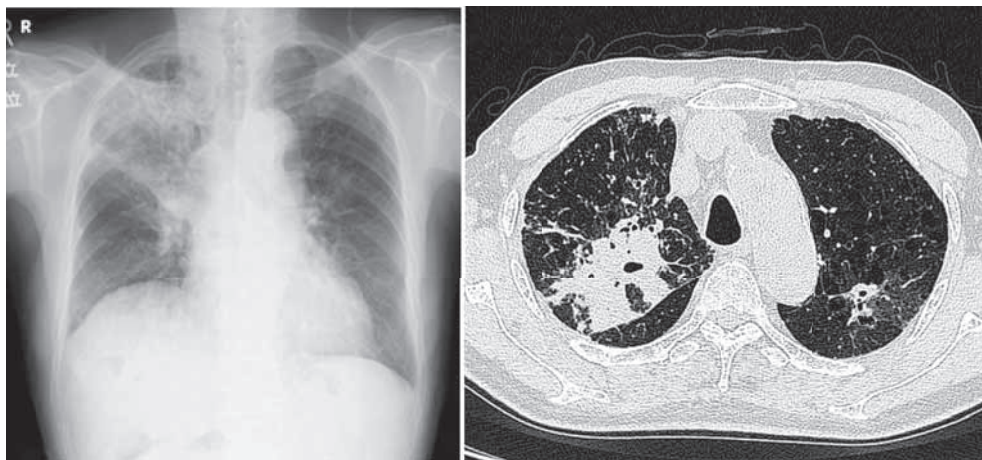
Chest radiograph and Chest CT
